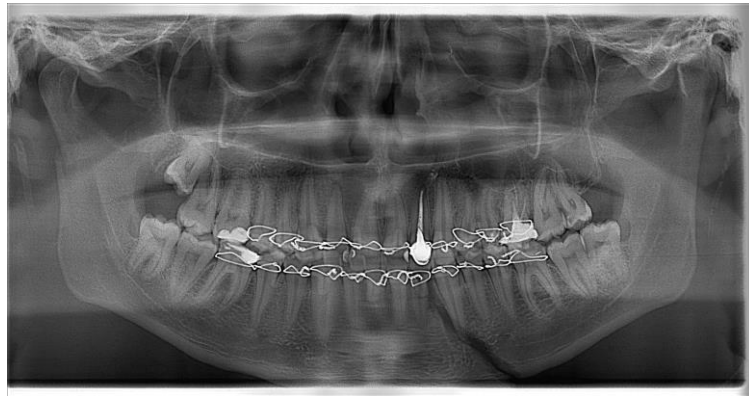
Ортопантомограма хворого О., медична карта стаціонарного хворого № 14904, діагноз: «Перелом нижньої щелепи в ділянці правого суглобового відростка та між 32, 33 зубами зі зміщенням». Лінія перелому проходить в косому напрямку від 32 зуба по альвеолярному краю до ділянки 35 зуба по нижньому краю щелепи.
